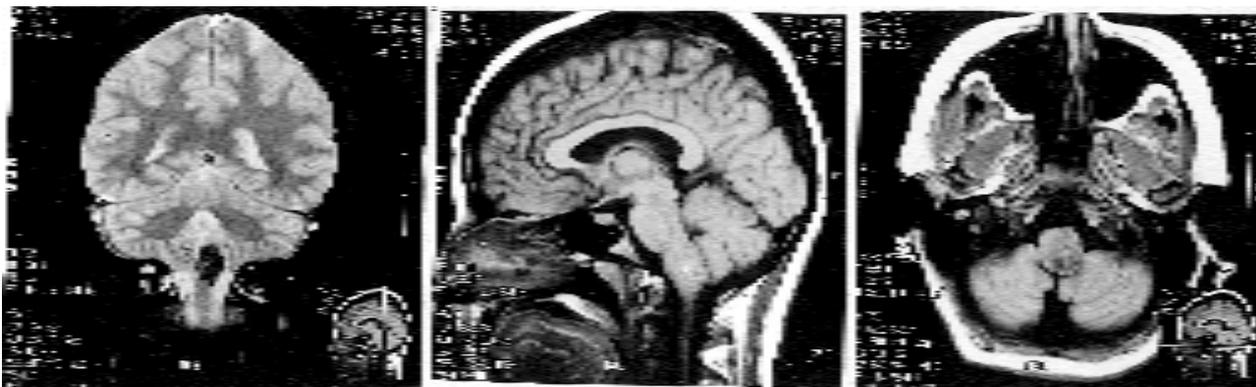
Caso 2. RM preoperatoria con cortes coronal (izquierda), sagital (centro) y axial (derecha). Angioma cavernoso a nivel de bulbo, lateralizado a izquierda y con protrusión en cisterna magna.
